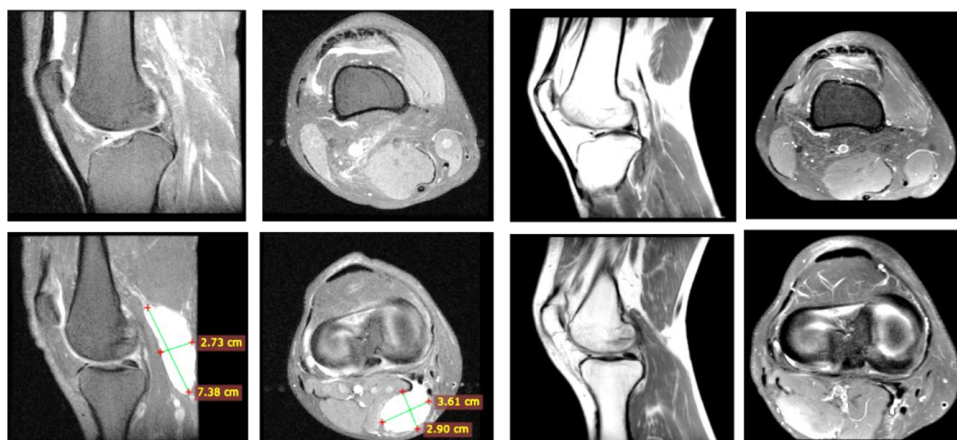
Клинический пример 1, динамика результатов анкетирования при помощи опросников ВАШ, WOMAC, индекс Лекена, KOOS и МРТ-исследование
